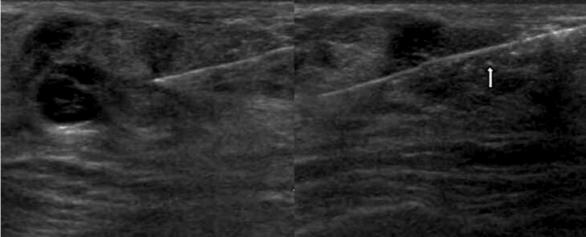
Técnica de punción con aguja de corte guiada por ecografía. Se observa el avance de la punta de la aguja en tiempo real. La presencia de burbujas aéreas dentro de la lesión asegura el correcto posicionamiento de la aguja de corte (flecha).
